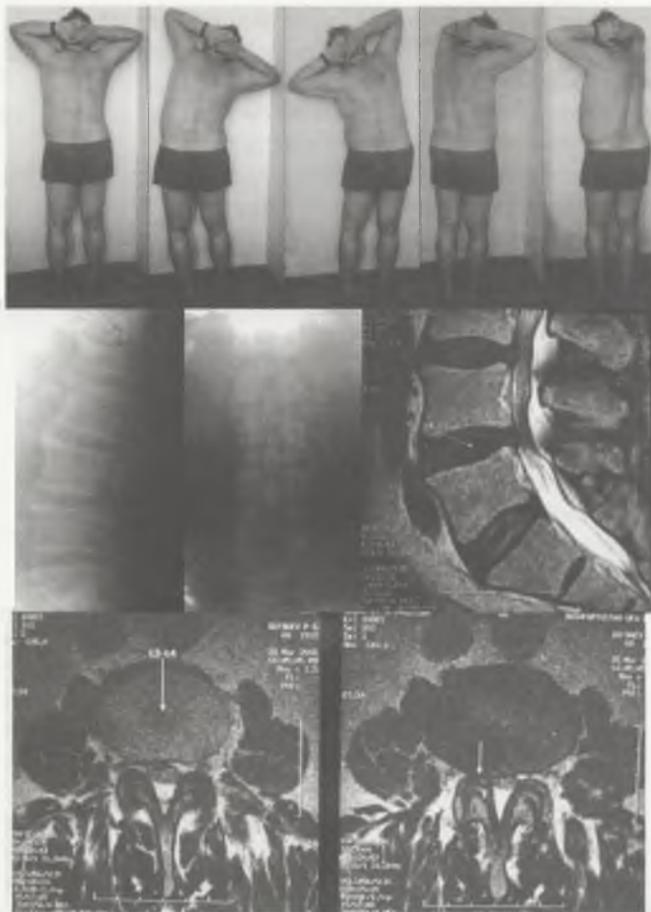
Пациент С., 68 лет. Диагноз: остеохондроз на уровне L3-L5, спондилоартроз, пролапс диска L3-L4, протрузия L4-L5, стеноз позвоночного канала, компрессионно-корешковый синдром L3-L4, L4-L5 справа, ирритативно-дефицитарная стадия, хронический болевой синдром.
